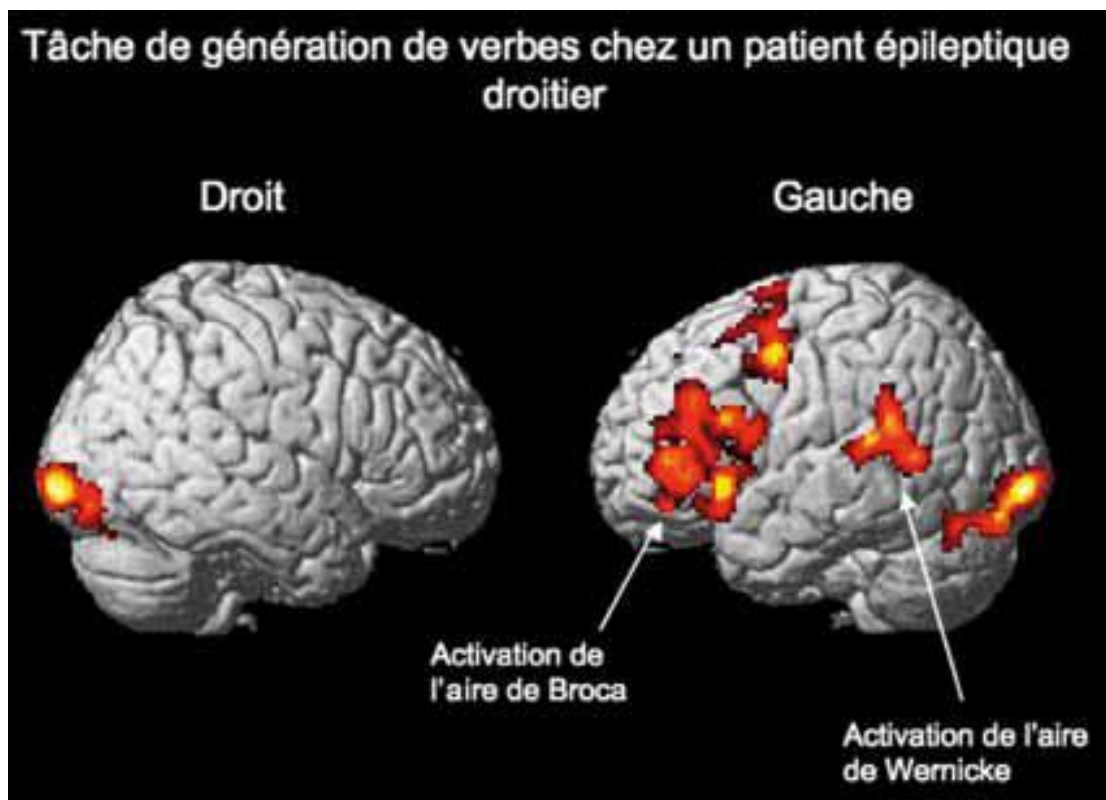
IRM fonctionnelle qui objective une activation de du côté gauche.
